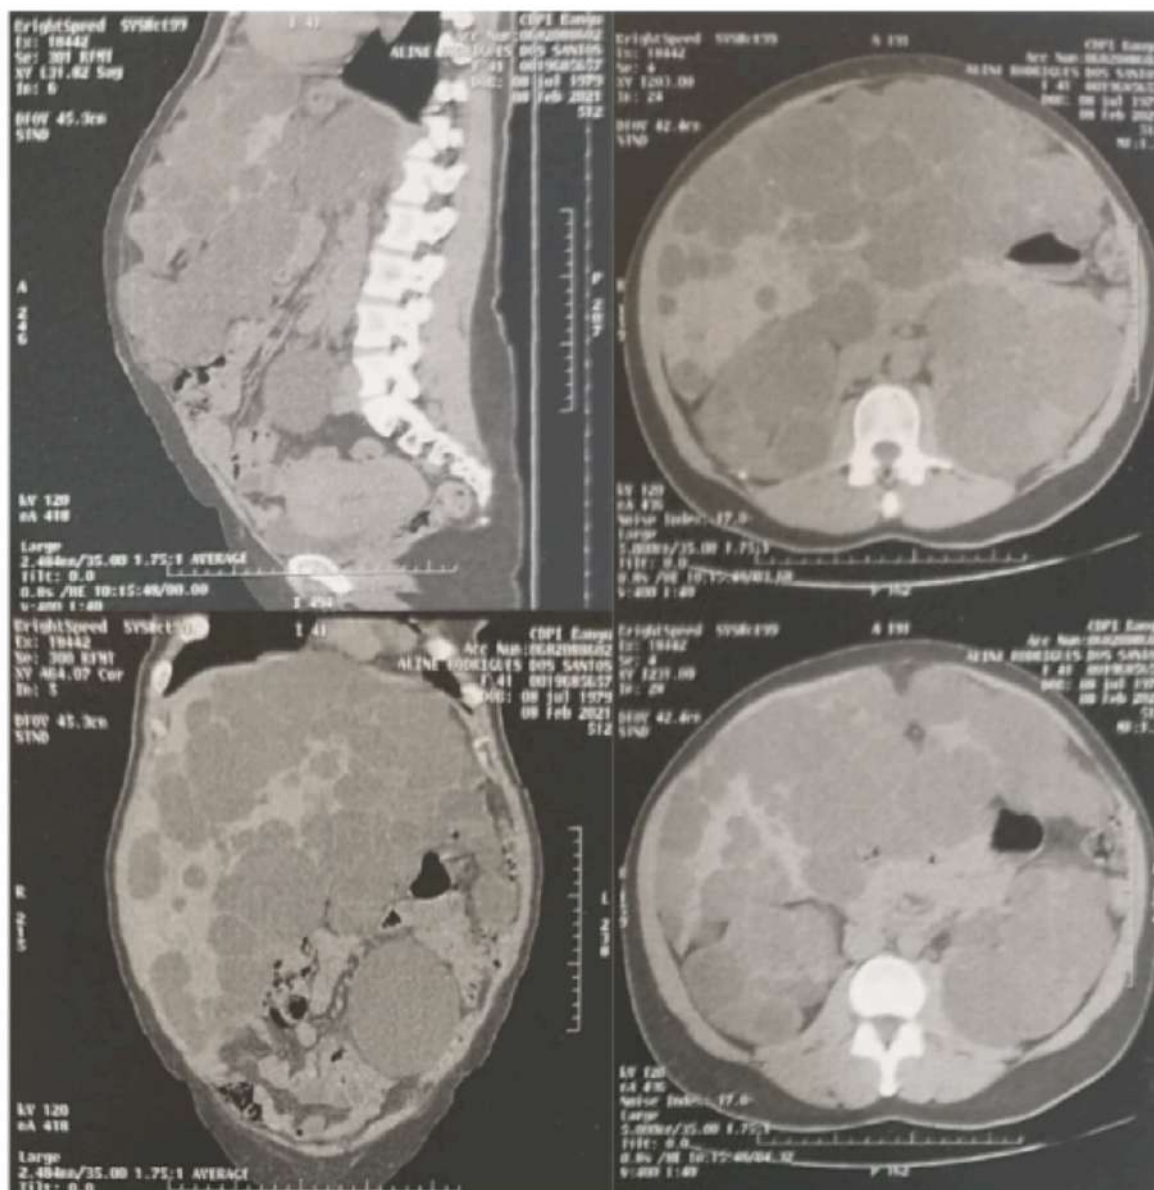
Tomografía de Abdomen
